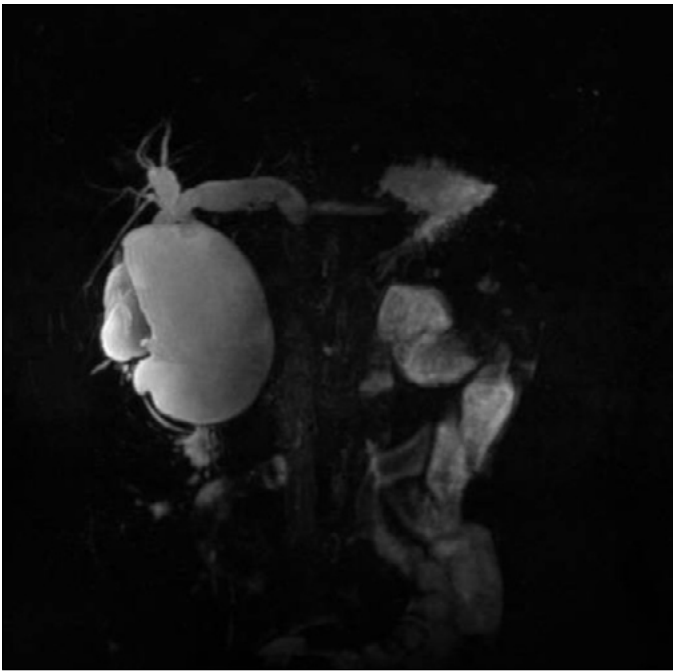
Colangio-RMN. Corte Coronal - Marcada dilatación quística de colédoco (90 x 57 x 58 mm) asociado a dilatación quística de la vía biliar intrahepática de predominio izquierdo.
